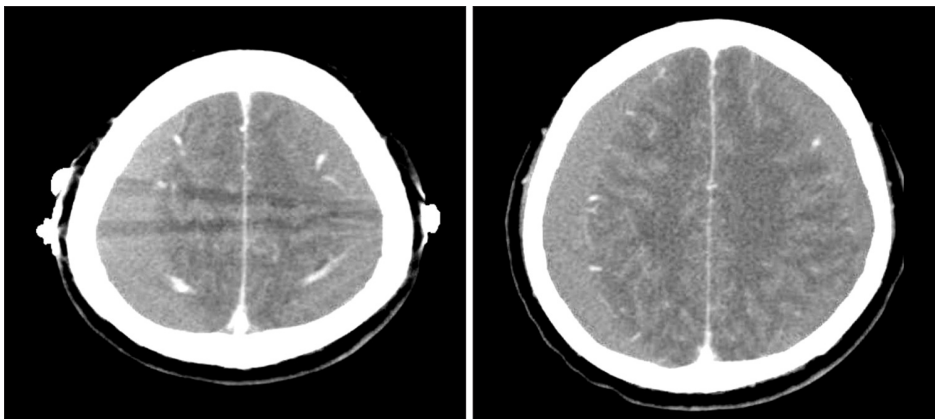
Preoperative enhanced computed tomography scan showing markers on the parietal eminence for the perforating point.
